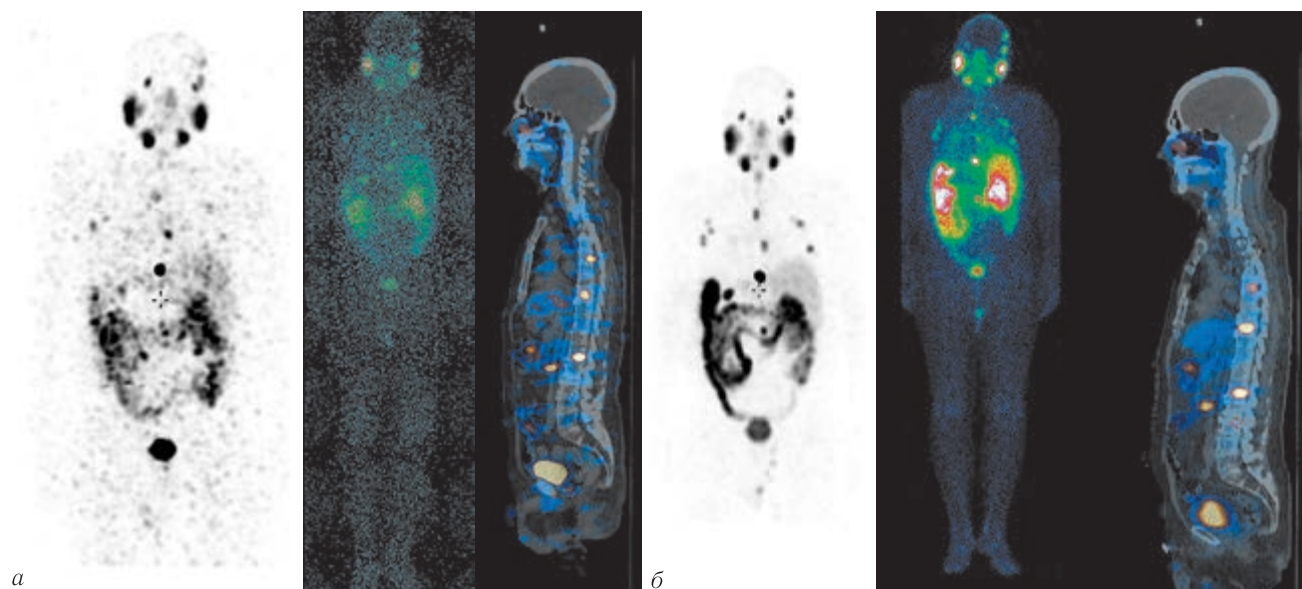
Сравнительные результаты диагностического и тераностического ОФЭКТ/КТ исследований; *а* — предтерапевтический ОФЭКТ/КТ скан с ^{177}Lu -ДОТА-ПСМА, выполненный за 2 недели до процедуры радиолигандной терапии; *б* — посттерапевтический ОФЭКТ/КТ скан с ^{177}Lu -ДОТА-ПСМА, выполненный через 1 сутки после РЛТ
